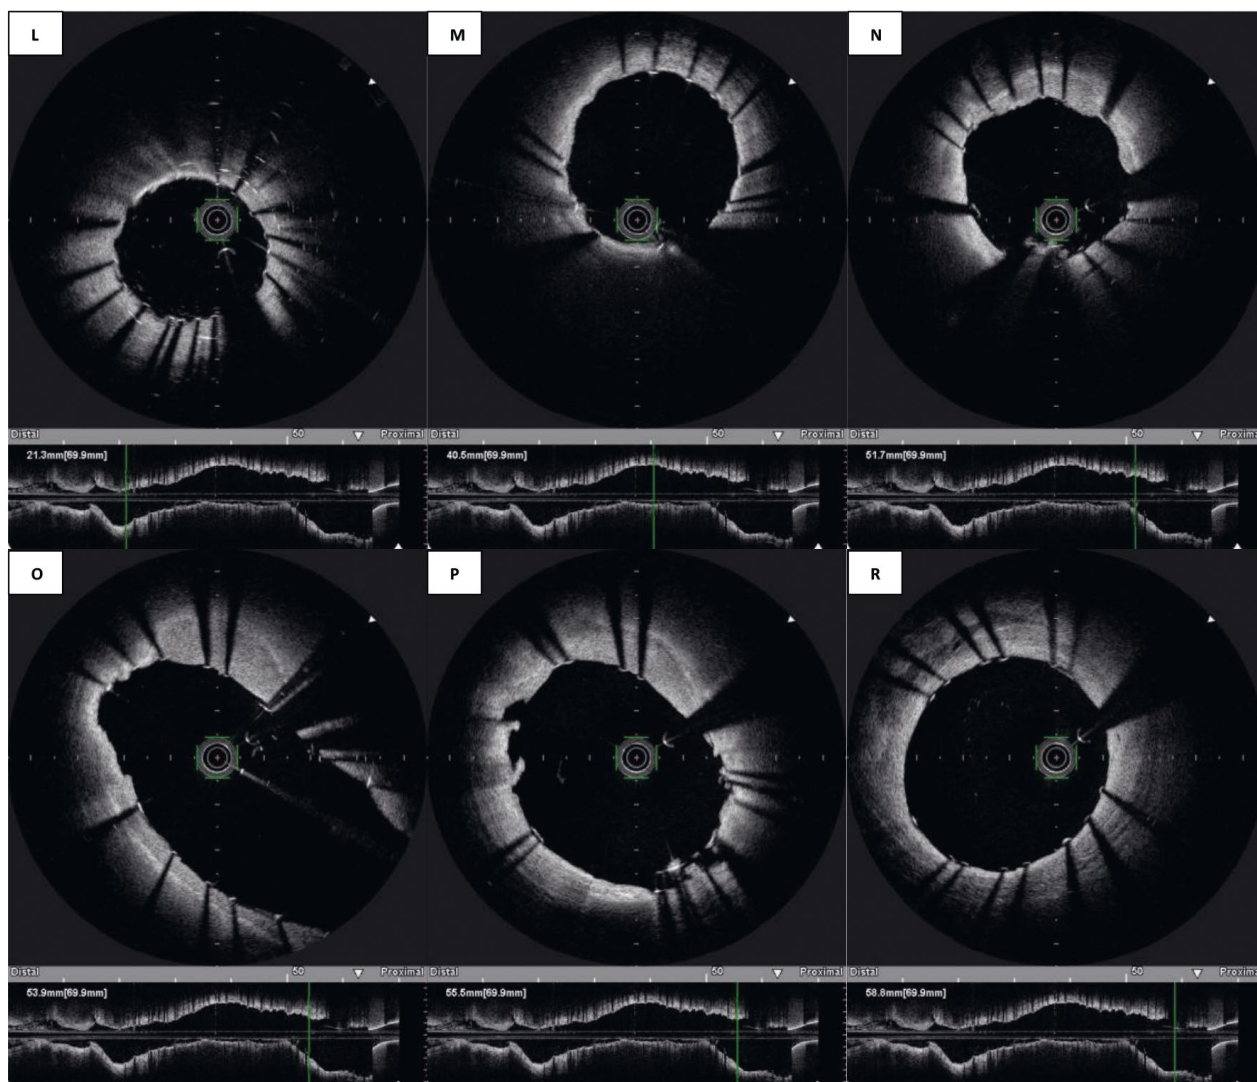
Obraz angiograficzny i obrazowanie metodą optycznej koherentnej tomografii pacjenta numer 2. Szczegółowe objaśnienia rycin w tekście pracy
